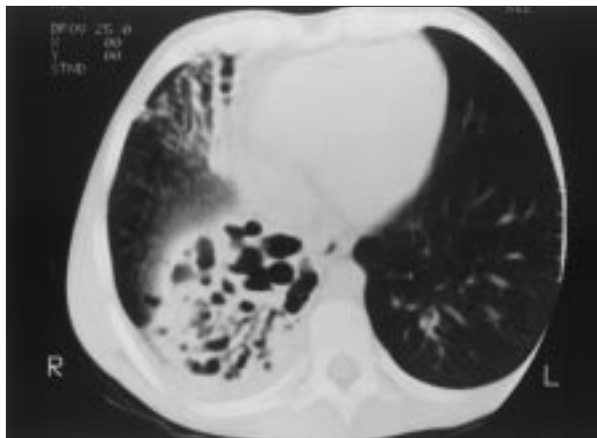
Imagen de la TC pulmonar.
